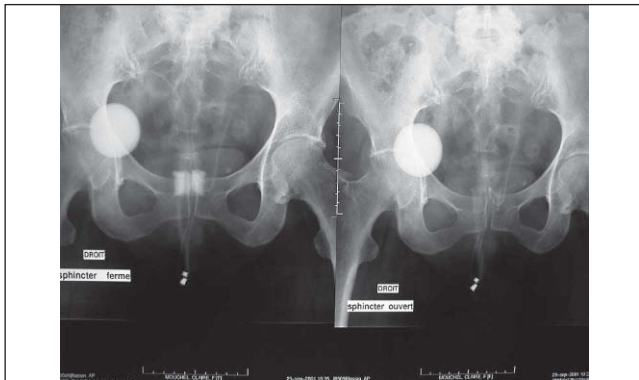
Patiente ayant uriné, la radiographie est centrée sur le pubis pour visualiser les trois éléments (ballon, manchette et pompe reliés par les tubulures). Un premier cliché est fait sans aucune manipulation de la pompe (sphincter fermé) puis on demande de presser la pompe comme d'habitude et un nouveau cliché est fait immédiatement après ces pressions (sphincter ouvert). Si on suspecte un dysfonctionnement, on peut faire un nouveau cliché sans manipulation 3 minutes plus tard pour voir si la manchette est remplie.
